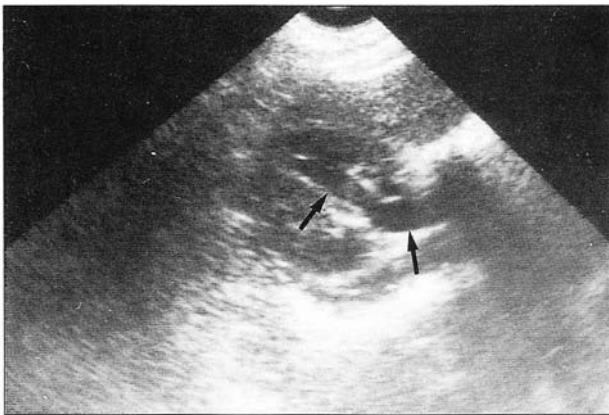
Ecografía renal derecha, corte transversal a nivel de hilio renal. Discreta pielocaliectasi (flechas).
